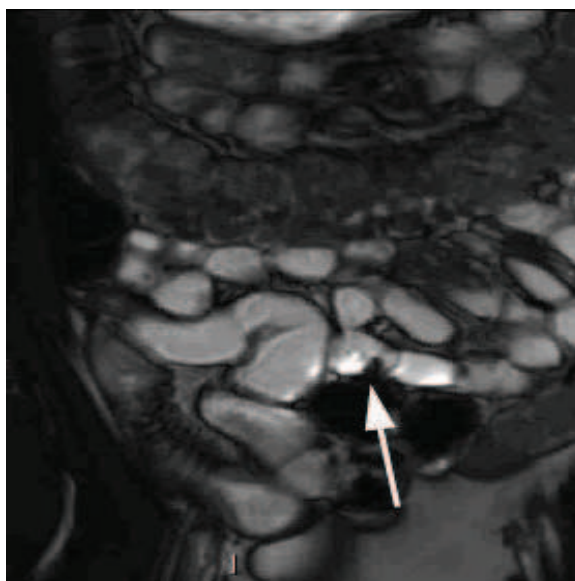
Entéro-IRM : sténose du grêle.
